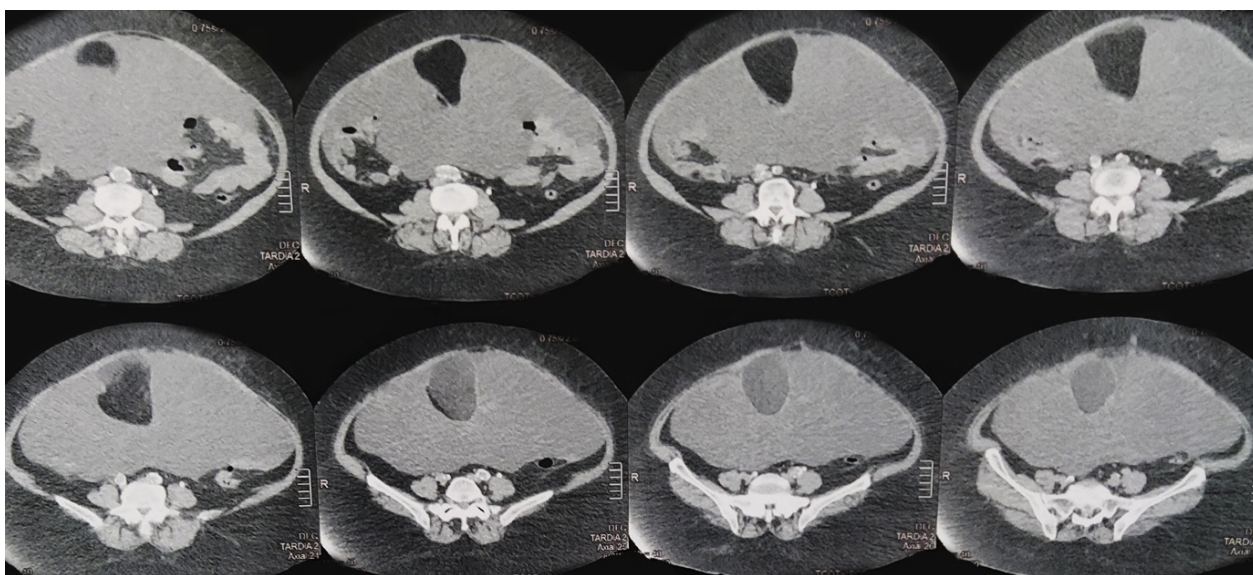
Tomografia computadorizada abdominal com massa de conteúdo mucinoso.
